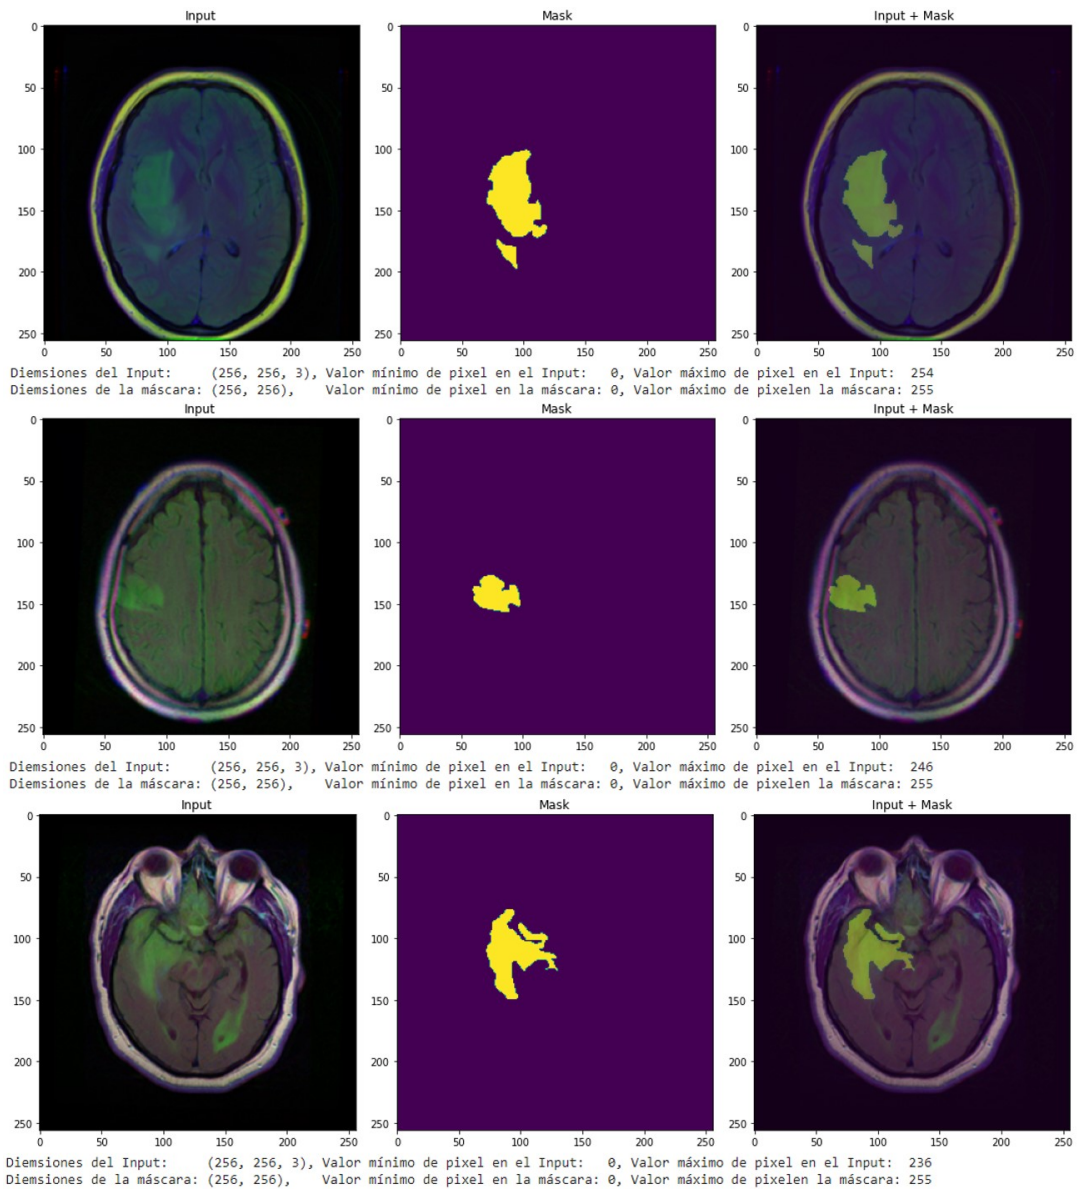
Imágenes originales del conjunto de datos MRI Brain Segmentation[54]
